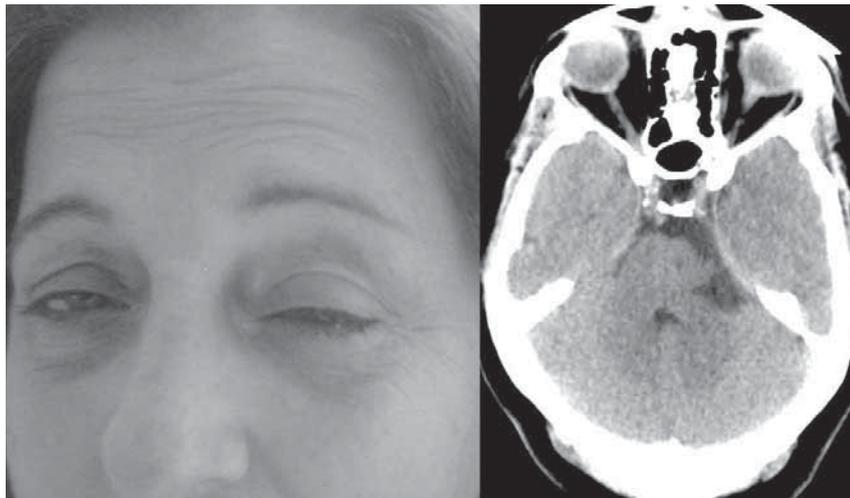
Izquierda: imagen de la paciente durante el episodio de SUNCT, en la que se observan signos autonómicos (ptosis, miosis, inyección conjuntival y lagrimeo). Derecha: corte sagital del TC craneal simple donde se aprecia una lesión hipodensa extraaxial de naturaleza quística en el ángulo cerebelopontino izquierdo.
